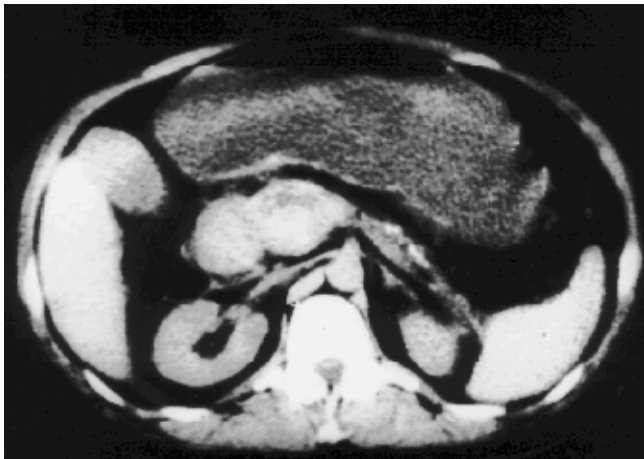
Комп'ютерна томографія з внутрішнім підсиленням — панкреонекроз, дифузне збільшення підшлункової залози з інфільтрацією перипанкреатичної клітковини; неоднорідна структура залози з наявністю зон зниженої щільності, що не накопичують КР через «дефіцит перфузії» внаслідок некрозу
